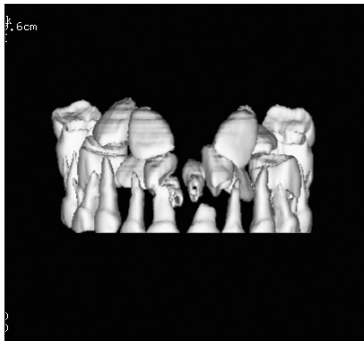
CT view before first operation.
